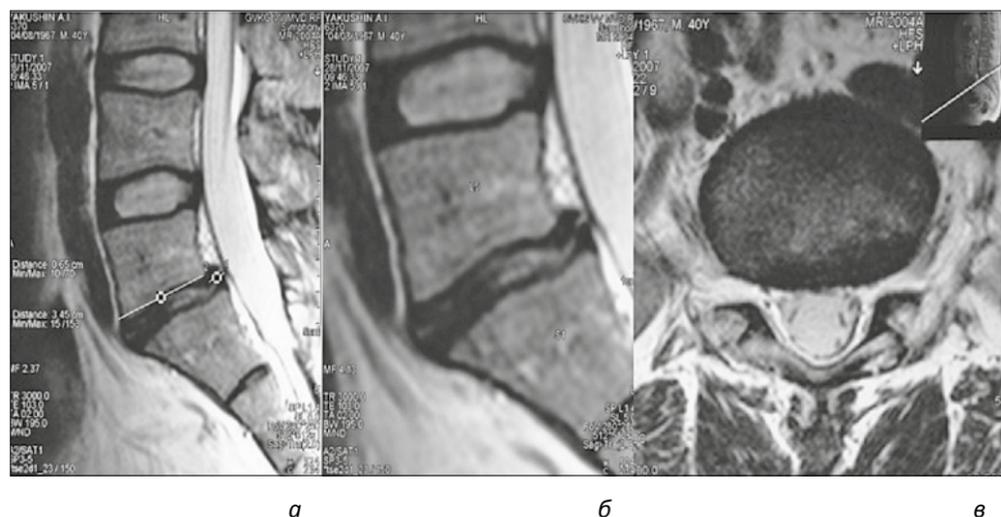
МРТ пояснично-крестцового отдела (до операции): сагиттальная (а, б) и – аксиальная (в) проекции. Спондилолистез L5-позвонка I ст., экстррузия межпозвонкового диска
